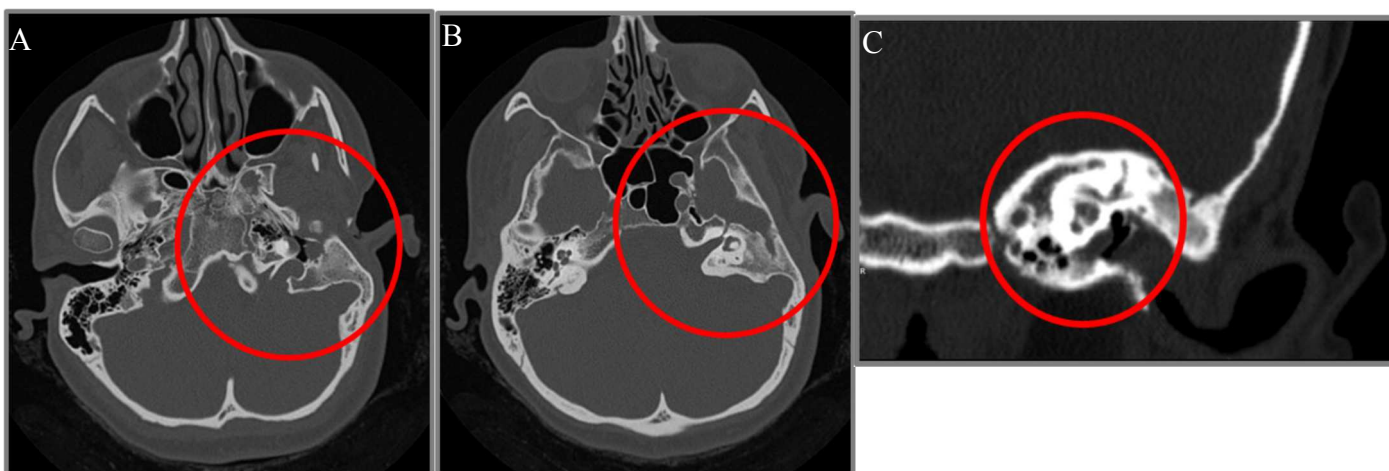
Tomografia axial crânio-encefálica e ouvidos, cortes axiais (a e b) e cortes coronais (c); visível malformação congénita da base do crânio e ouvido externo.
